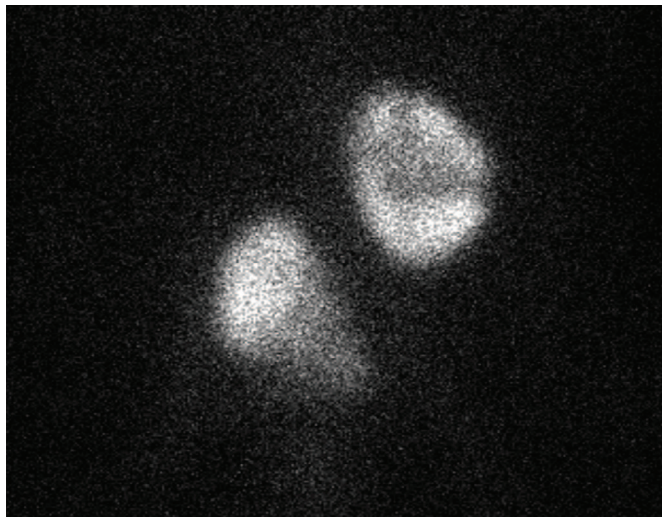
Статическая нефросцинтиграфия
